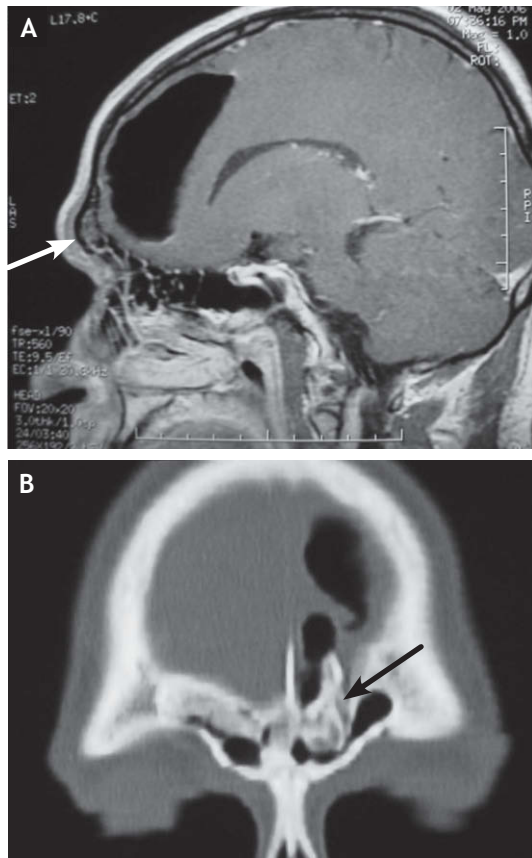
En la tomografía computarizada sagital (A) y coronal (B), la flecha señala el osteoma que ha producido neumoencéfalo.
